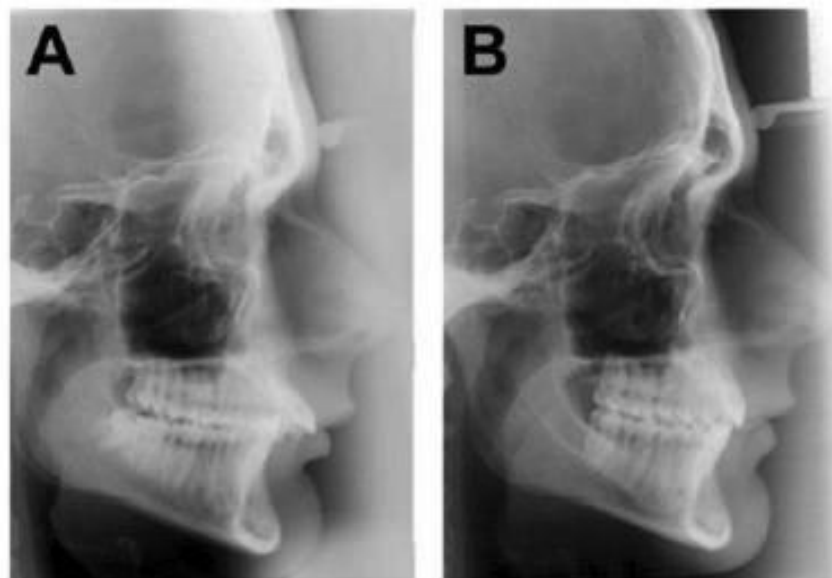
Telerradiografias laterais do pré-tratamento (A) e do pós-tratamento (B) de um homem de 20 anos de idade do grupo tratado com Herbst.
